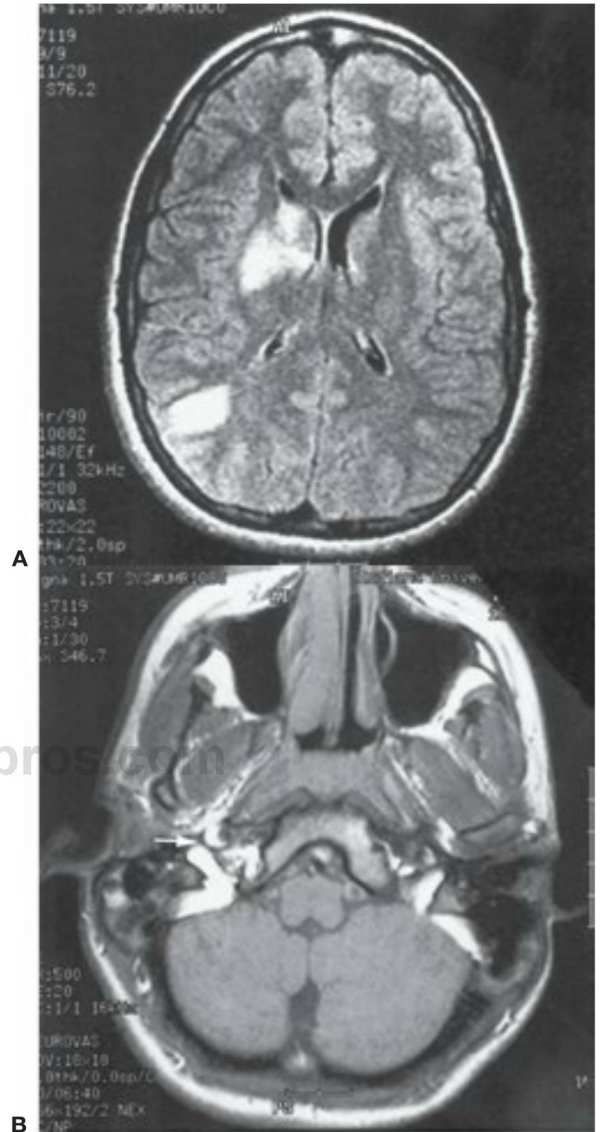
10 Joven de 16 años que se cayó al suelo después de experimentar dolor en el ojo derecho y debilidad en el lado izquierdo. A, La RM potenciada en T2 del cerebro muestra áreas isquémicas en los ganglios basales derechos y en la región parietal posterior derecha, asociadas con un signo en luna creciente (*flecha* en B) de señal aumentada consistente con productos sanguíneos intraluminales en la arteria carótida interna derecha sugestivos de una disección.
